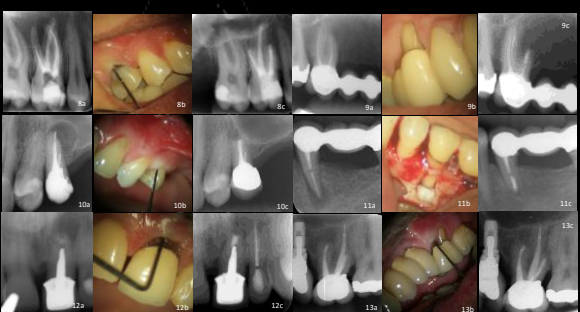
Imagens dos casos 8 a 13 mostrando radiografia pre-operatória, profundidade de sondagem e radiografia de controlo.
